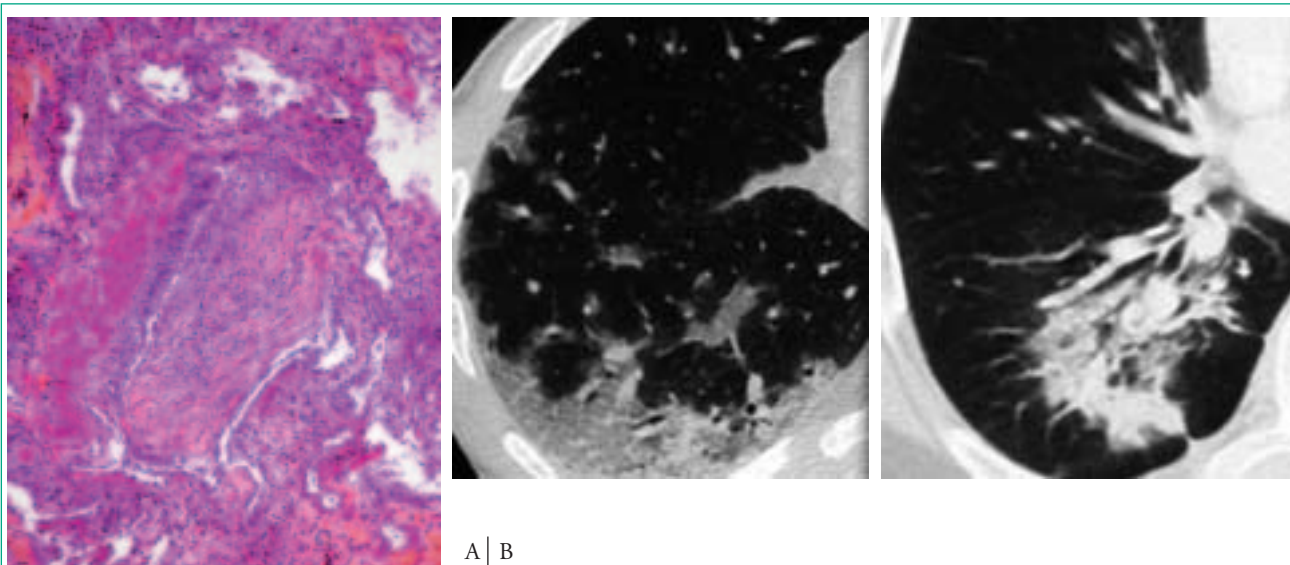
A) Pneumopathie organisée (HES x 200), bronchiole respiratoire siège d'un bourgeon fibro-inflammatoire obstructif. L'épithélium bronchiolaire est bien visible en périphérie du bourgeon. B) Aspect TDM de pneumopathie organisée. Condensation alvéolaire multifocale avec bronchogramme aérien.
